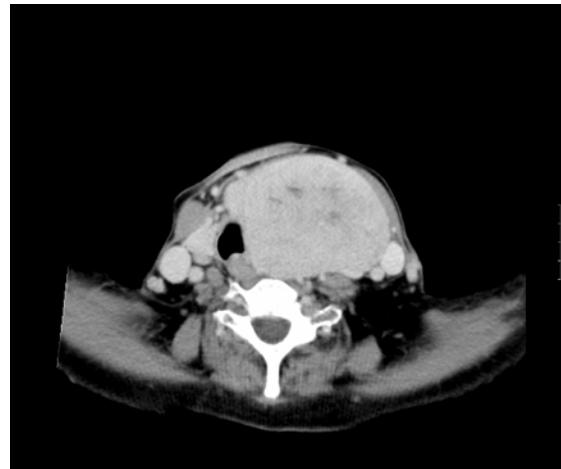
Bocio endotorácico. Tomografía computadora
